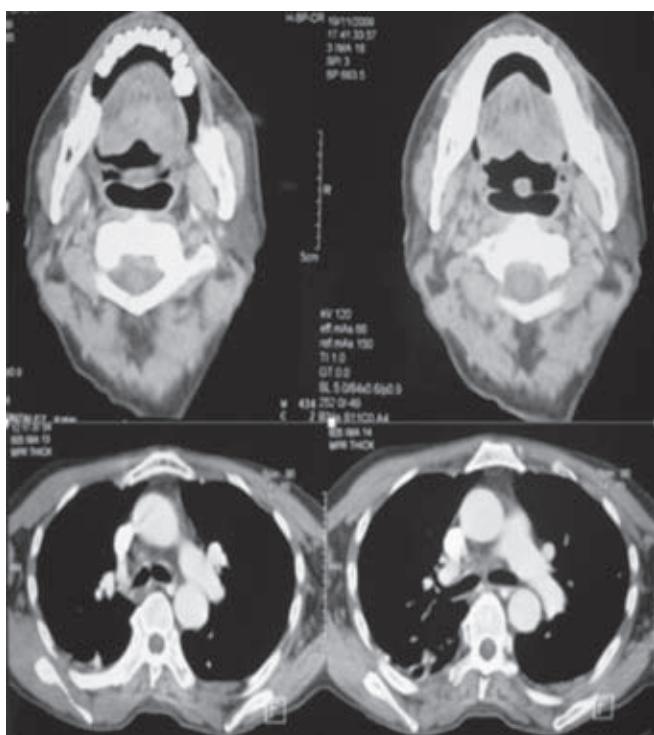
Tomografía de control del cuello, con extensión al mediastino. No hay evidencia de enfermedad radiológica.
